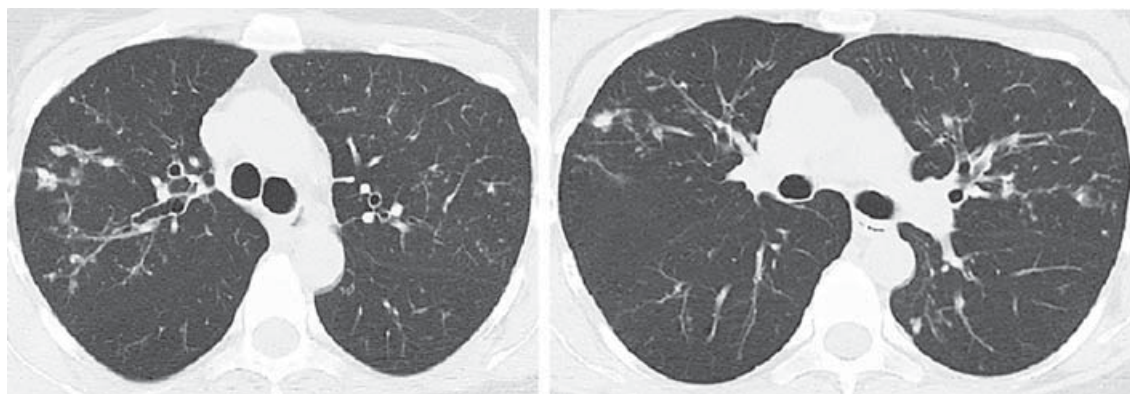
Комп'ютерна томографія легень через 6 міс лікування (при завершенні основного курсу хіміотерапії)
